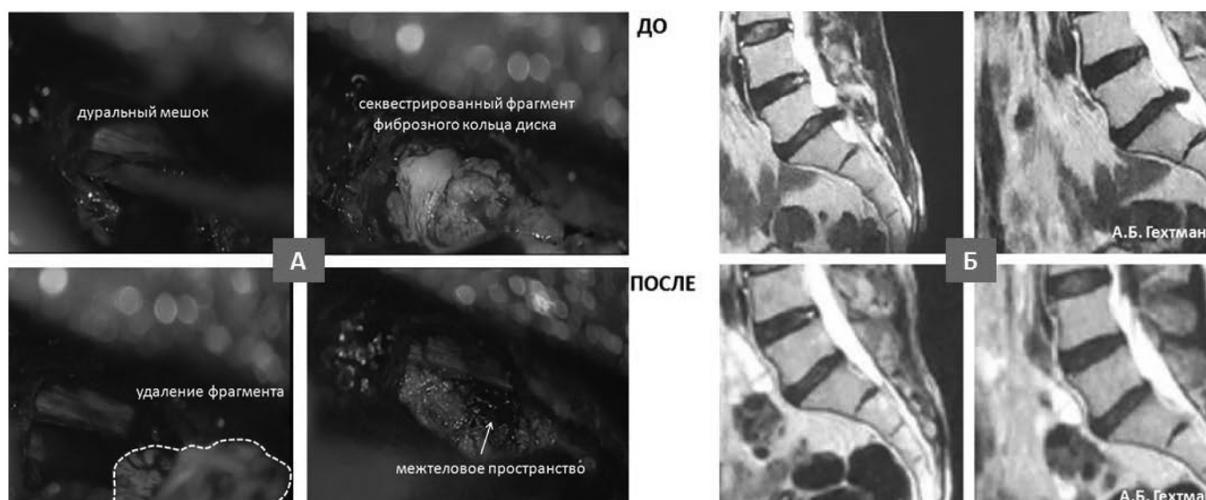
Клинический пример микрохирургической дискэктомии на уровне L5–S1: А. Этапы микродискэктомии; Б. МРТ пояснично-крестцового отдела до и после оперативного вмешательства
